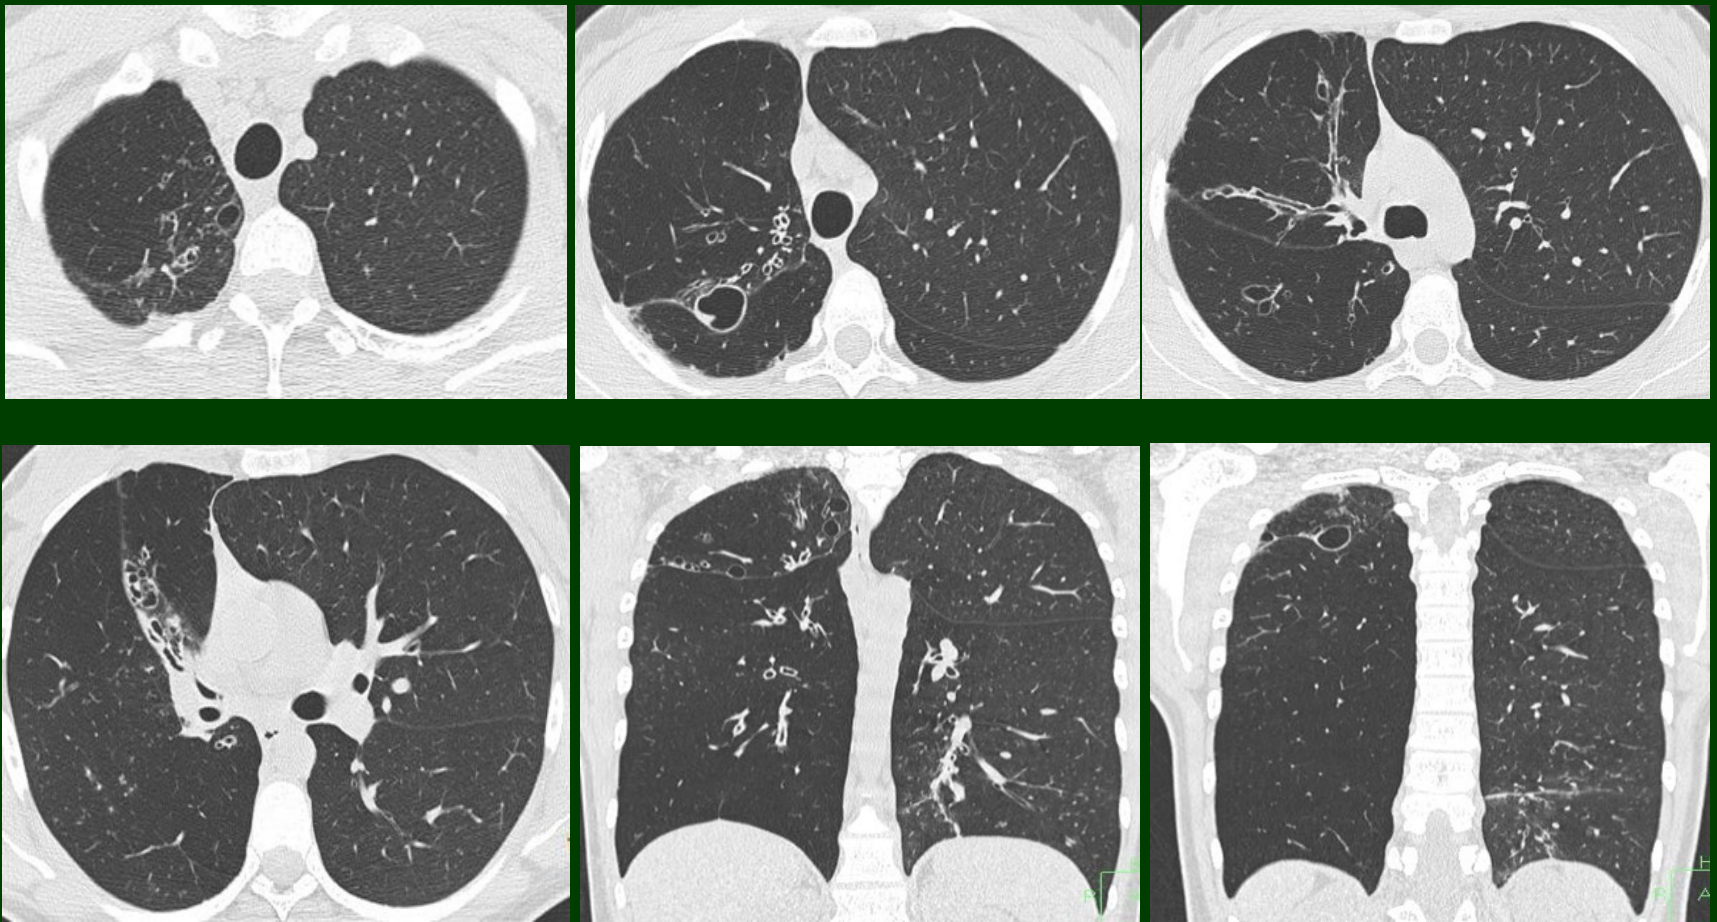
Tomografía Axial Computada de Tórax, cortes axiales y reconstrucciones coronales. Marcada disminución de la atenuación en el hemitórax derecho, con prominencias bronquiales en rango ectásico y engrosamiento de sus paredes de aspecto inflamatorio.
